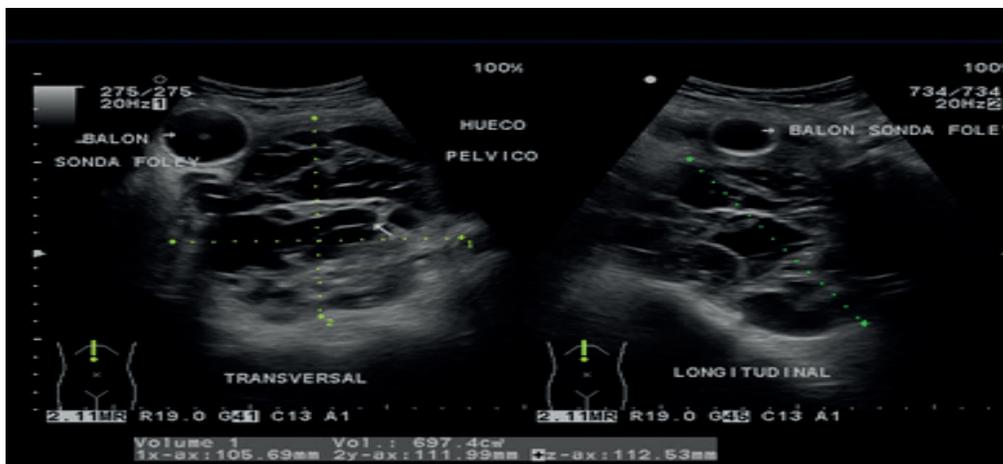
Ecografía pélvica: a nivel de hipogastrio se observa imagen compleja abdominopelvica de predominio quístico
